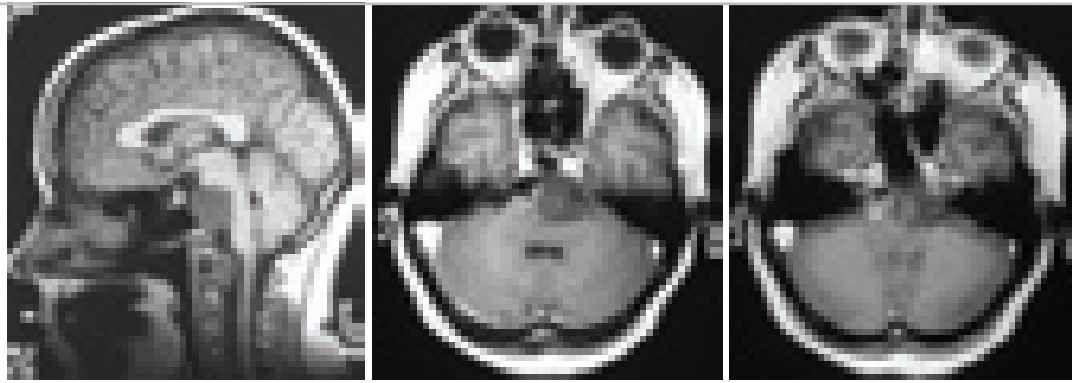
T1-взвешенные МРТ больной до операции в сагиттальной и аксиальной проекции. Больная С. 55 лет. Хордома ската с преимущественным интракраниальным ростом и выраженной компрессией ствола мозга.
